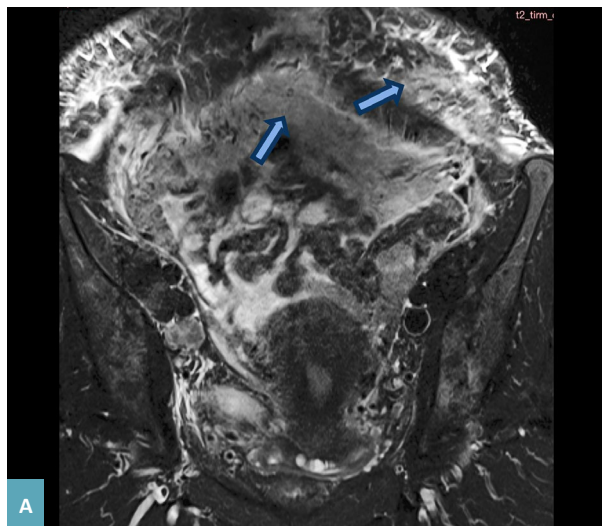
МР-томограмма в корональной проекции и КТ-томограмма в аксиальной проекции пациентки с РРЯ. А – асцит и диффузная инфильтрация большого сальника (обозначено стрелками) – симптом «сальникового пирога» соответствует 3 баллам по шкале Sugarbaker. МР-изображение в корональной проекции, режим T2VI с жироподавлением; Б – КТ-изображение в аксиальной проекции, венозная фаза в/в контрастирования. На фоне асцита – диффузная опухолевая инфильтрация большого сальника за счет множественных образований сливающихся в крупные опухолевые массы (оконтурено).
